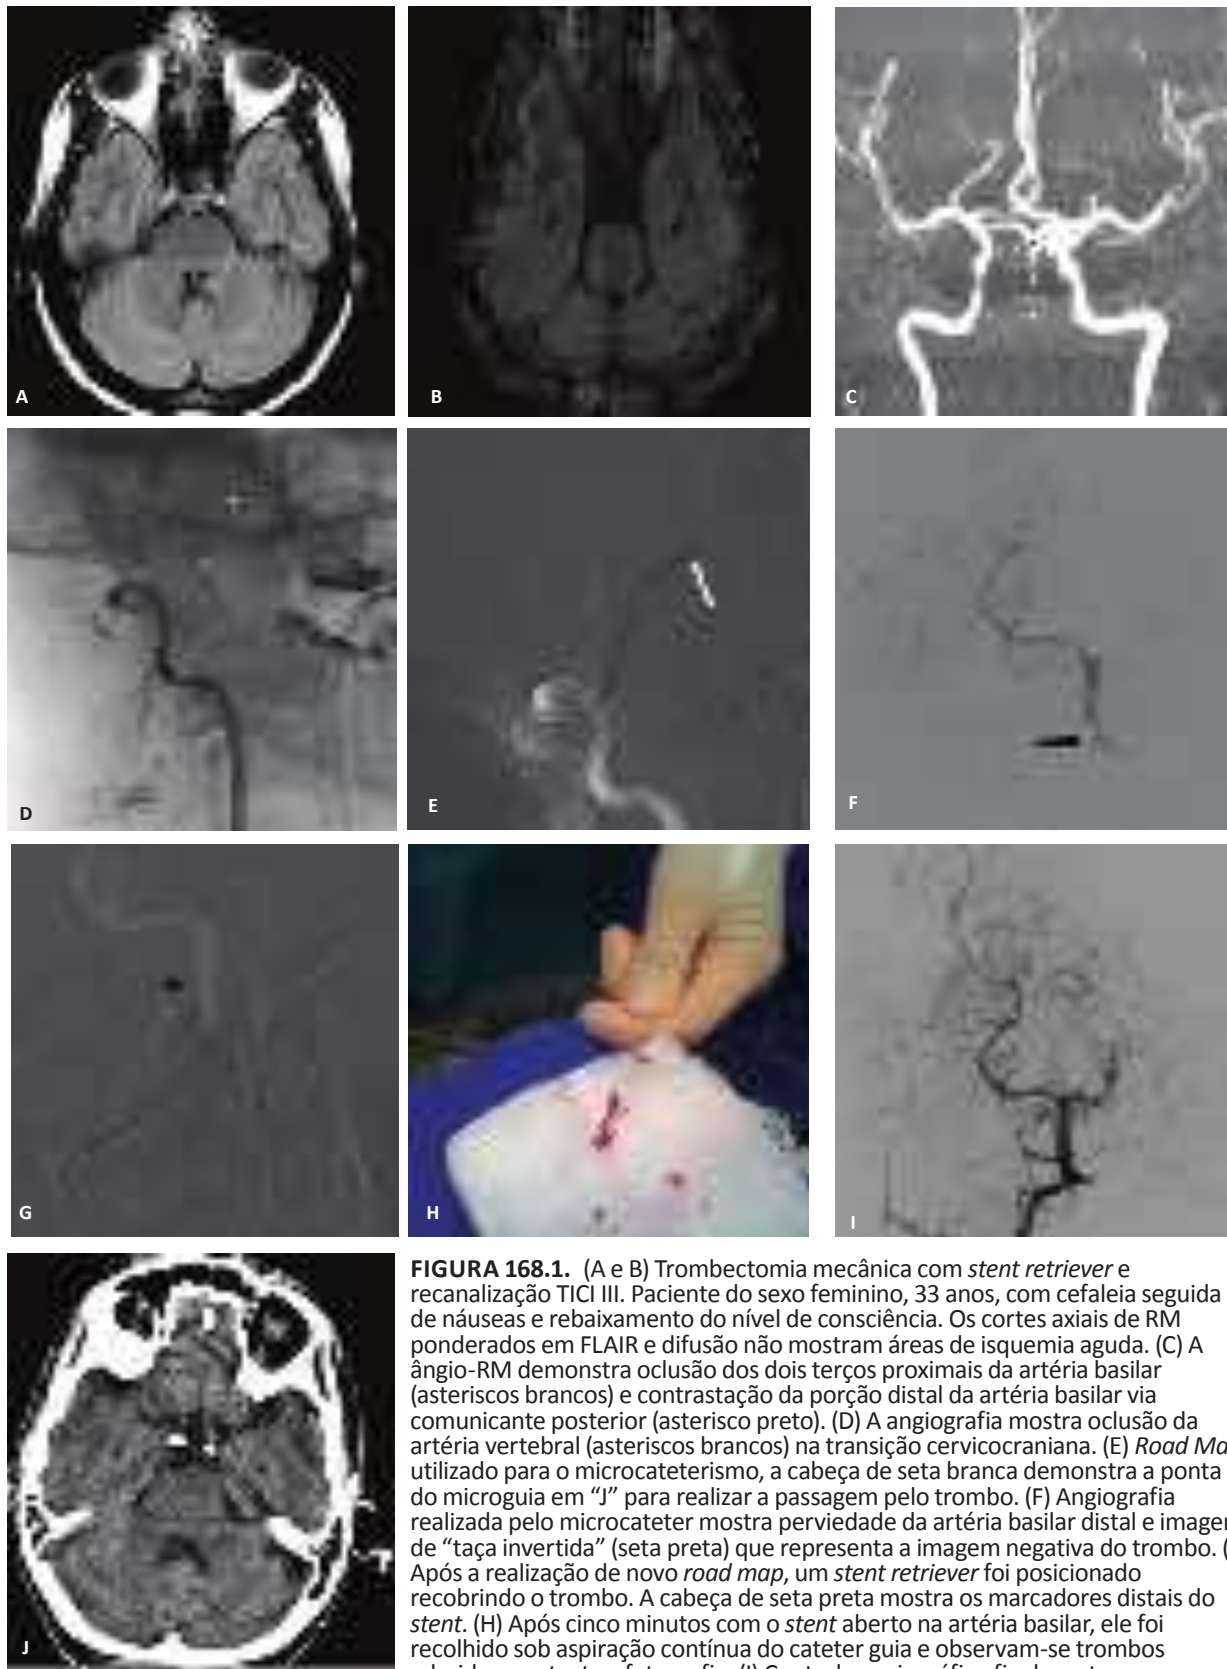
(A e B) Trombectomia mecânica com *stent retriever* e recanalização TICI III. Paciente do sexo feminino, 33 anos, com cefaleia seguida de náuseas e rebaixamento do nível de consciência. Os cortes axiais de RM ponderados em FLAIR e difusão não mostram áreas de isquemia aguda. (C) A ângio-RM demonstra oclusão dos dois terços proximais da artéria basilar (asteriscos brancos) e contrastação da porção distal da artéria basilar via comunicante posterior (asterisco preto). (D) A angiografia mostra oclusão da artéria vertebral (asteriscos brancos) na transição cervicocraniana. (E) *Road Map* utilizado para o microcateterismo, a cabeça de seta branca demonstra a ponta do microguia em “J” para realizar a passagem pelo trombo. (F) Angiografia realizada pelo microcateter mostra perviedade da artéria basilar distal e imagem de “taça invertida” (seta preta) que representa a imagem negativa do trombo. (G) Após a realização de novo *road map*, um *stent retriever* foi posicionado recobrendo o trombo. A cabeça de seta preta mostra os marcadores distais do *stent*. (H) Após cinco minutos com o *stent* aberto na artéria basilar, ele foi recolhido sob aspiração contínua do cateter guia e observam-se trombos aderidos ao *stent* na fotografia. (I) Controle angiográfico final mostra recanalização total vertebrobasilar (TICI III). (J) TC de controle sem evidência de lesões isquêmicas ou hemorrágicas. A paciente apresentou recuperação total de seu quadro neurológico inicial.
